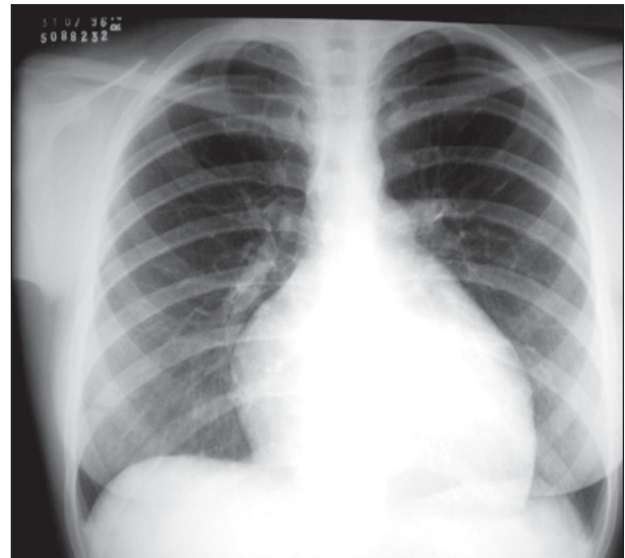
Radiografia de tórax salienta acentuado aumento da área cardíaca às custas das cavidades direitas com trama vascular pulmonar diminuída.
